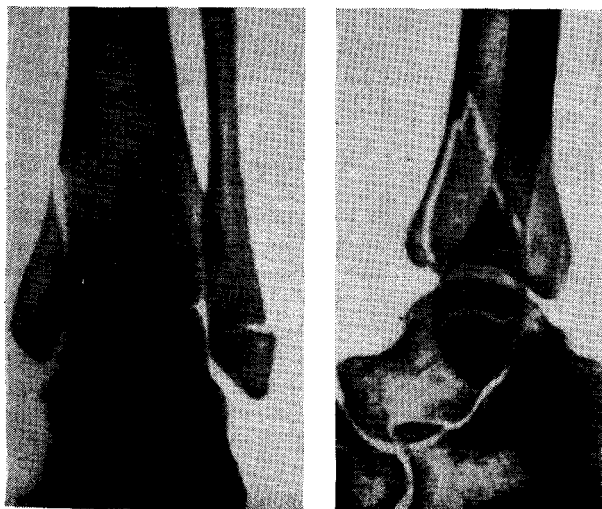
Супинационно-аддукционный перелом обеих лодыжек без смещения отломков. Рентгенограмма.
